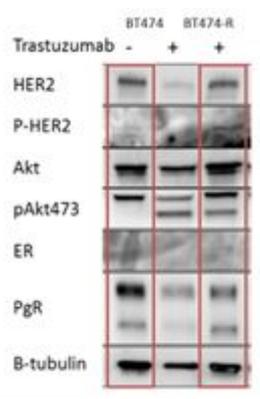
BT474 と BT474-R における蛋白発現の変化
